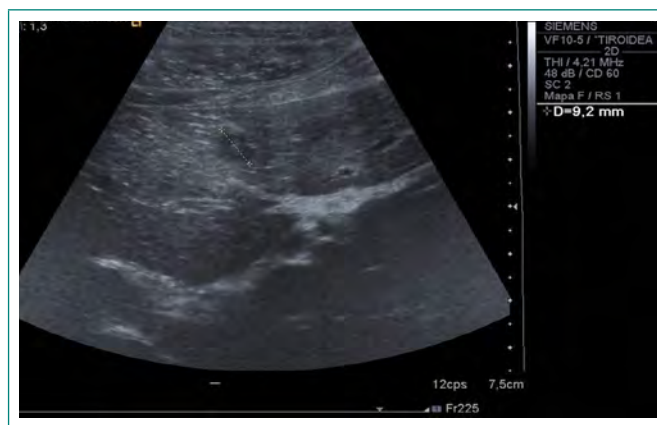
Ecografía hepática realizada para la práctica de biopsia percutánea que mostraba algunas de estas pequeñas lesiones ocupantes de espacio.
